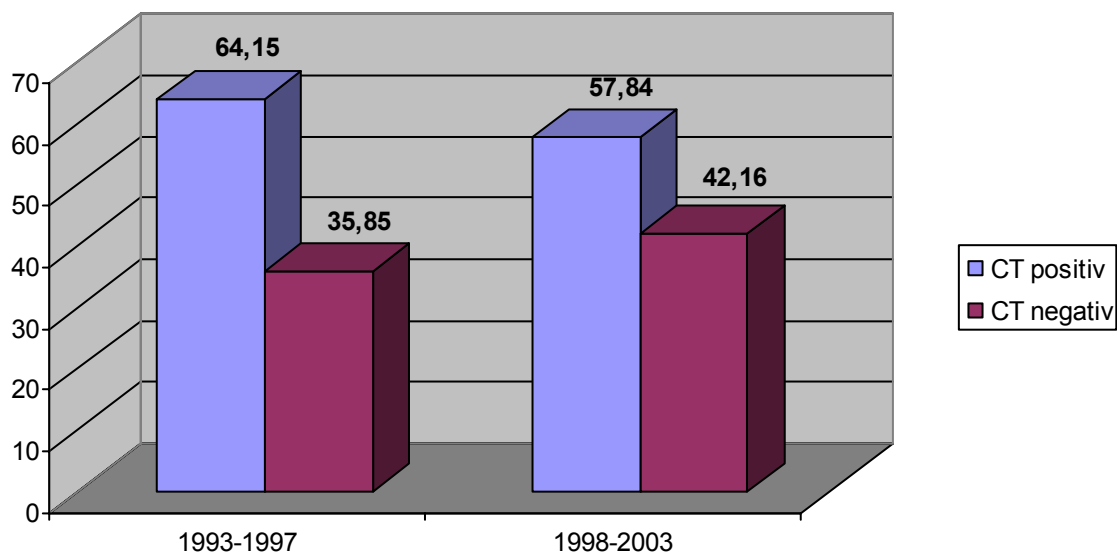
Vergleich der Häufigkeit der positiven und negativen CT-Befunde 1993-1997 mit 1998-2003
